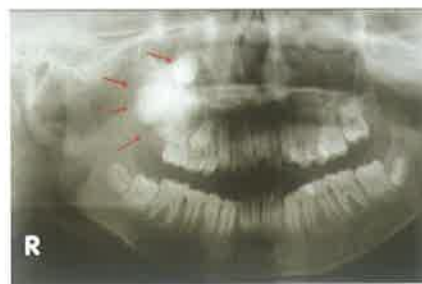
Maksilarni sinus i orbita zahvaćeni odontomom (RTG). Preuzeto iz (26).
